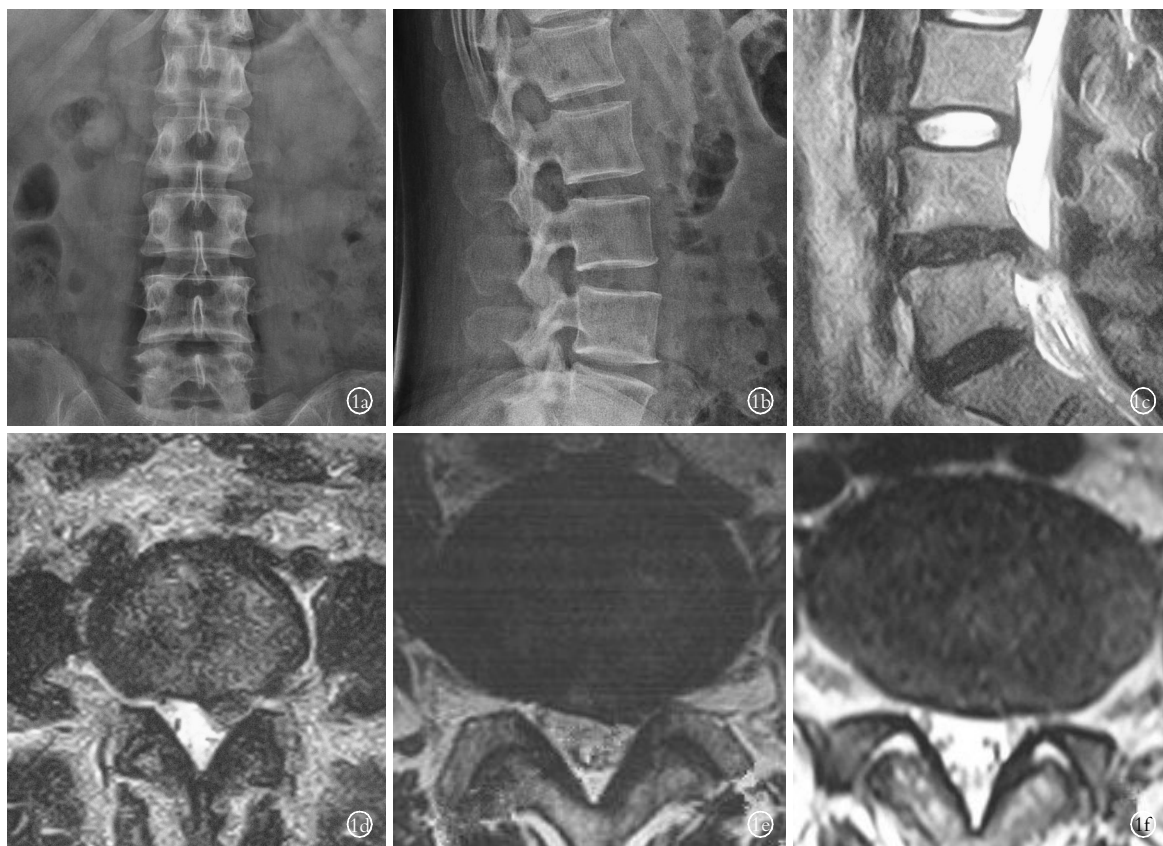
女性患者,42 岁,左下肢放射痛 2 年,加重 1 周 1a,1b. 术前腰椎正侧位 X 线示 L_{4,5} 椎间隙狭窄 1c,1d. 术前 MRI 示 L_{4,5} 椎间盘突出,左侧神经根受压 1e. 首次椎间盘镜下髓核摘除术后 8 个月复发,MRI 证实突出为同一节段 1f. 再次椎间孔镜下手术,术后复查 MRI 示突出物消失,患者症状明显缓解
